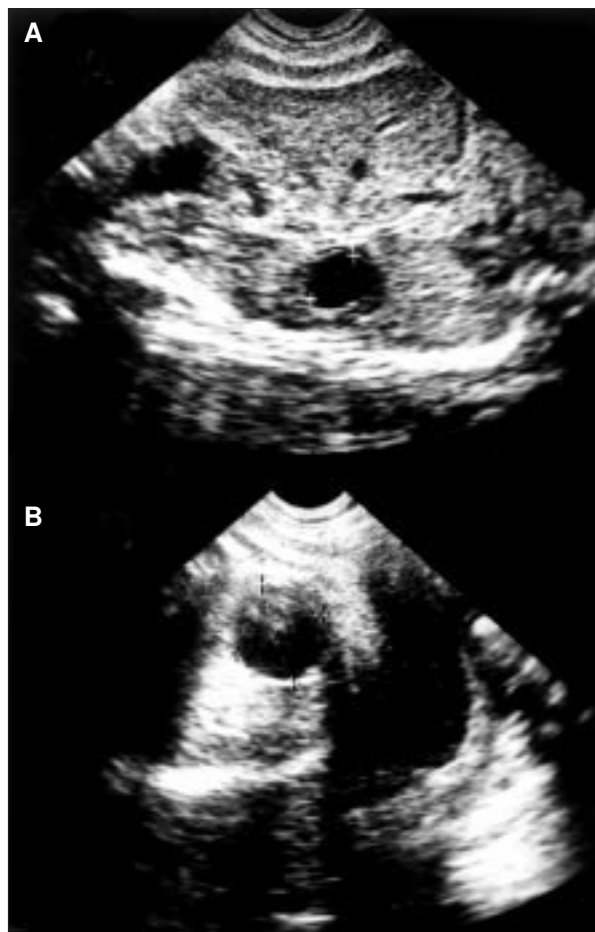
A) Ecografía prenatal a las 34 semanas de gestación. (Orientación oblicuo sagital.) Lesión quística anecogénica oval de 17 × 13 mm en región suprarrenal izquierda. B) A las 38 semanas masa hipoecogénica quística de 37 × 36 mm en dicha zona.
